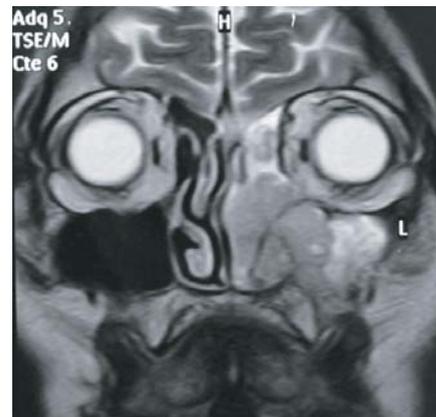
RMN establece que el tumor respeta el lóbulo frontal del cerebro y el contenido orbitario.
